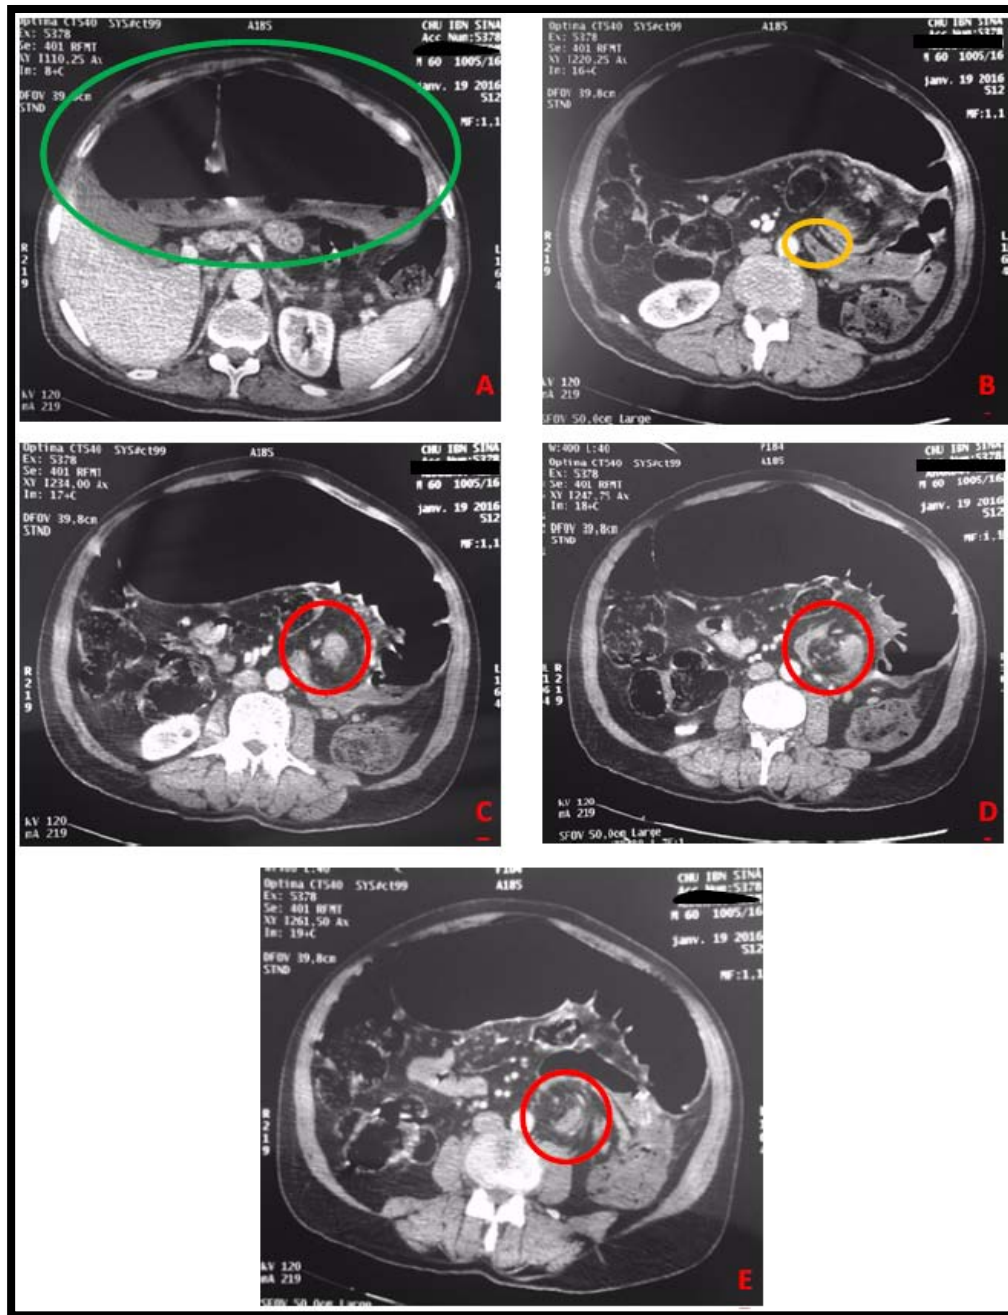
TDM C+ coupes axiales : occlusion sur volvulus
